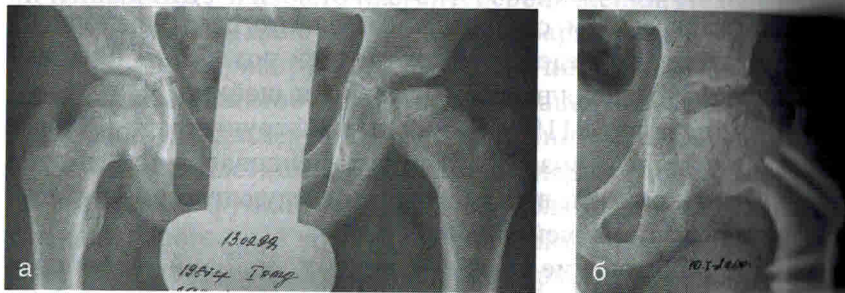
Больной М., 12 лет (история болезни № 820, 1999 г.). Диагноз «болезнь Пертеса слева, III группа по Catterall, стадия импрессионного перелома»: а — рентгенограмма до операции; подвывих головки, шеечно-диафизарный угол 125°, угол антеверсии шейки 33°; б — через 4 мес после операции варизирующей остеотомии бедра; головка центрирована, костное покрытие головки 4/5, шеечно-диафизарный угол 110° (Майоров А.Н., 2009)
